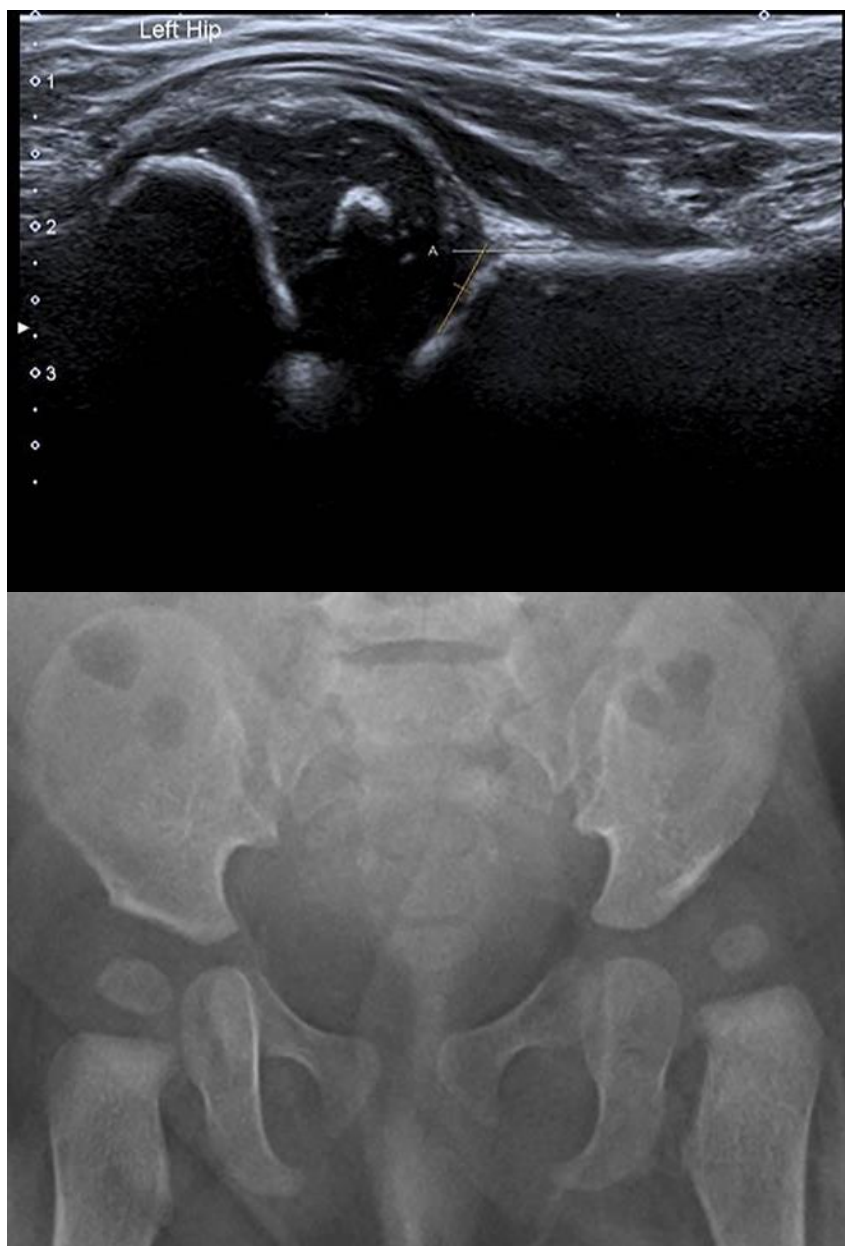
Сонограмма левого тазобедренного сустава и рентгенограмма. Слева определяется дисплазия вертлужной впадины и дислокация головки бедра.
